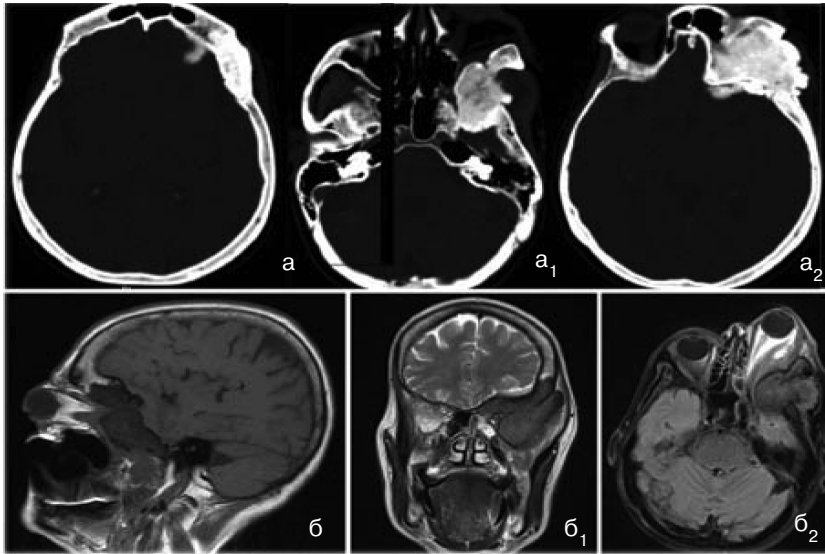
Менінгіома крил клиноподібної кістки з поширенням на орбіту: склероз диглоє та гіперостоз по мозковій і очній поверхнях крил (КТ над — a і на рівні — a₁, a₂ орбіти); ріст пухлини в бічному відділі середньої черепної ямки та в орбіті зі зміщенням мозкових структур та екзофтальмом (МРТ — б, б₁, б₂)
